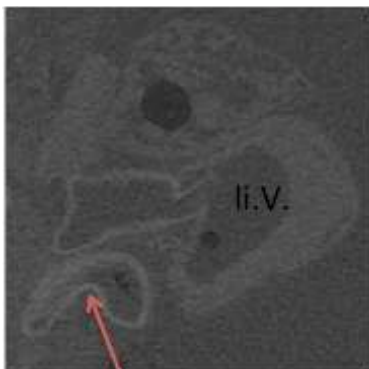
Anschnitt einer komprimierten Aorta in der μ CT
